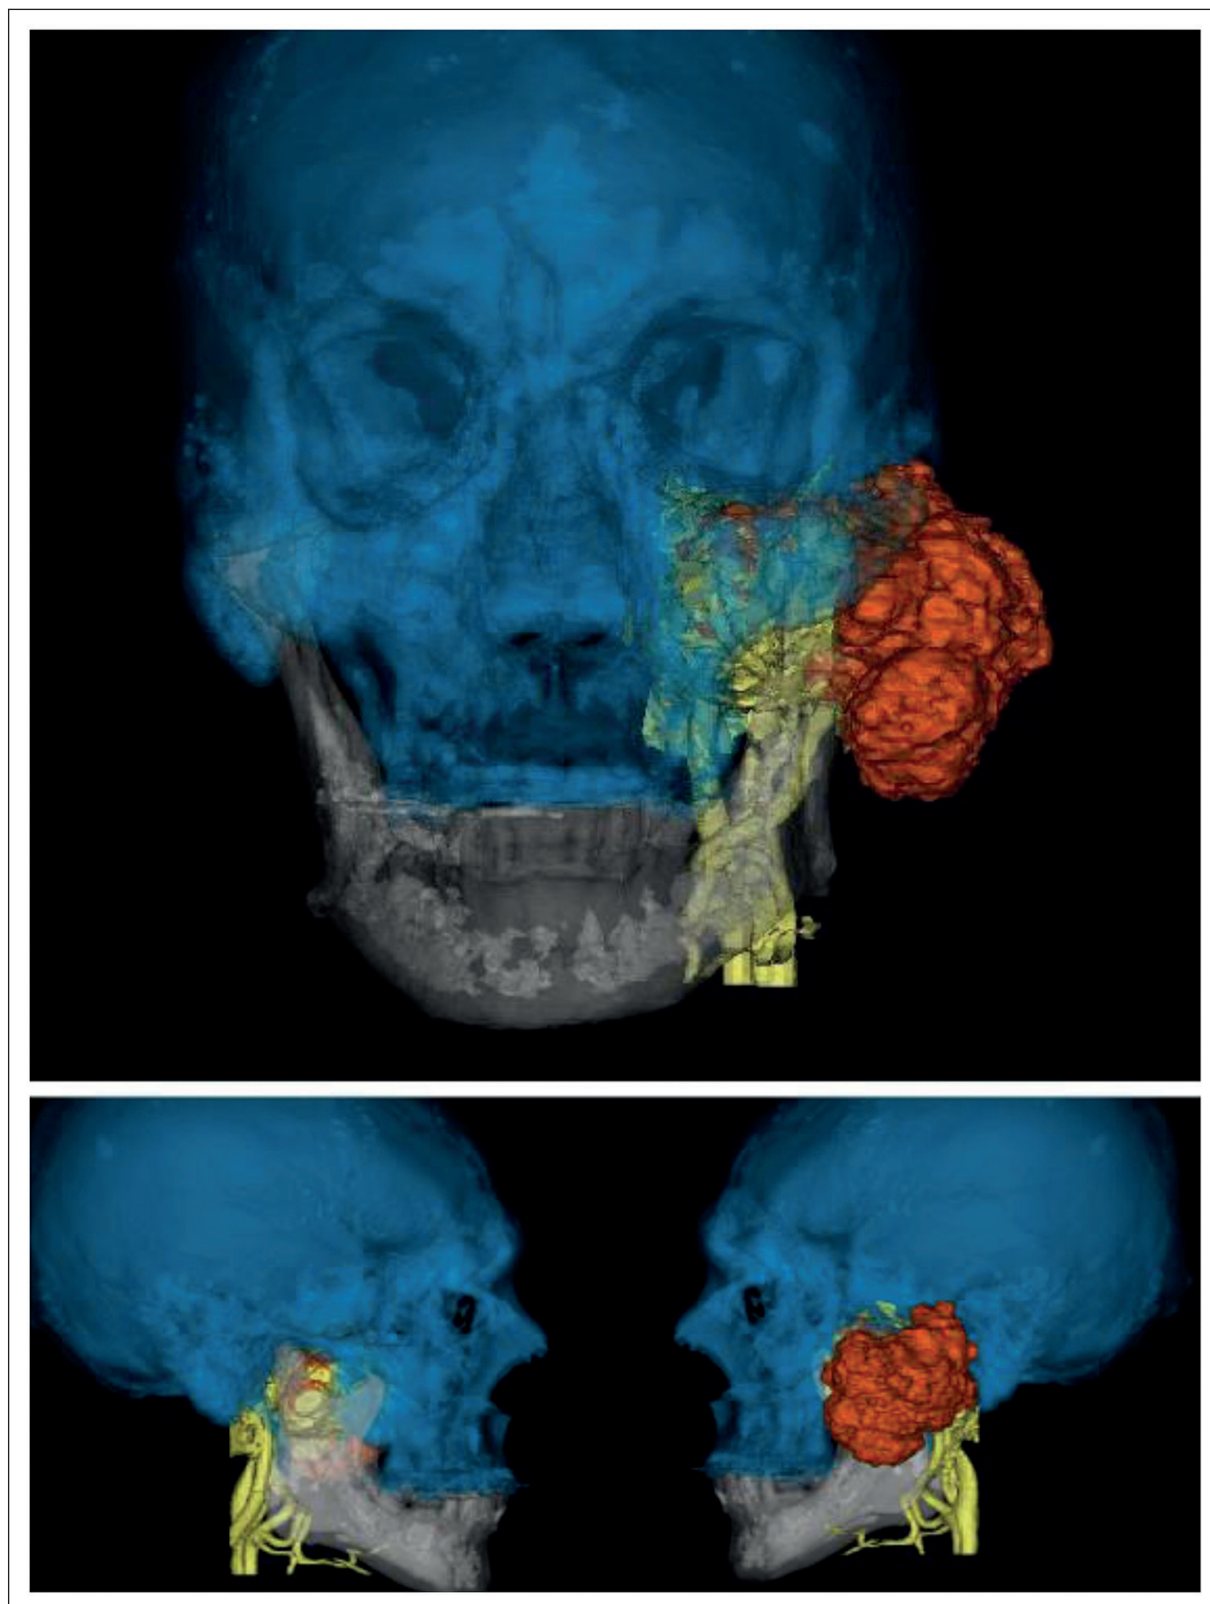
Tomografía computarizada y reconstrucción 3D.
